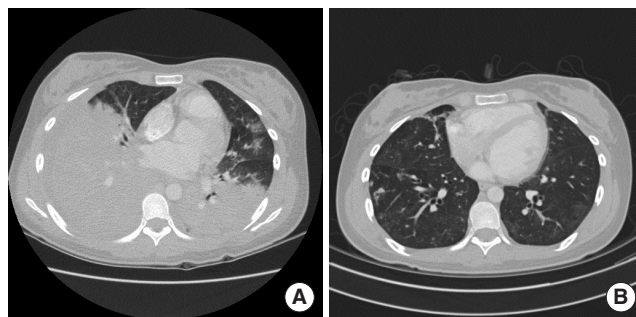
(A, B) Chest computed tomography (CT) scan findings of case 1. (A) Chest CT, on the 5th hospital day, shows pneumonic consolidations in both lung and bilateral moderate amount of pleural effusion. (B) After 1 month of treatment, follow-up chest CT shows much improvement of pneumonic infiltration, but still peribronchial infiltrations with multifocal fibrotic changes in both lung fields.
